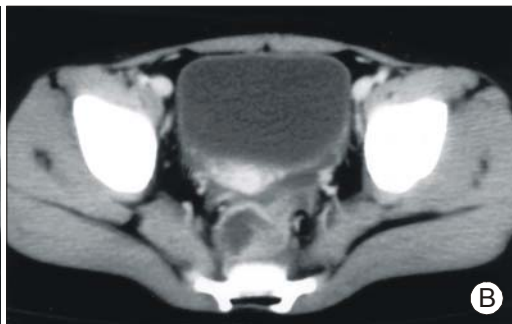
Computed tomographic scan demonstrates the dilatation of proximal small intestinal loop and small amount of ascites in cul-de-sac, but no visible swollen appendix and periappendiceal fluid collection.
